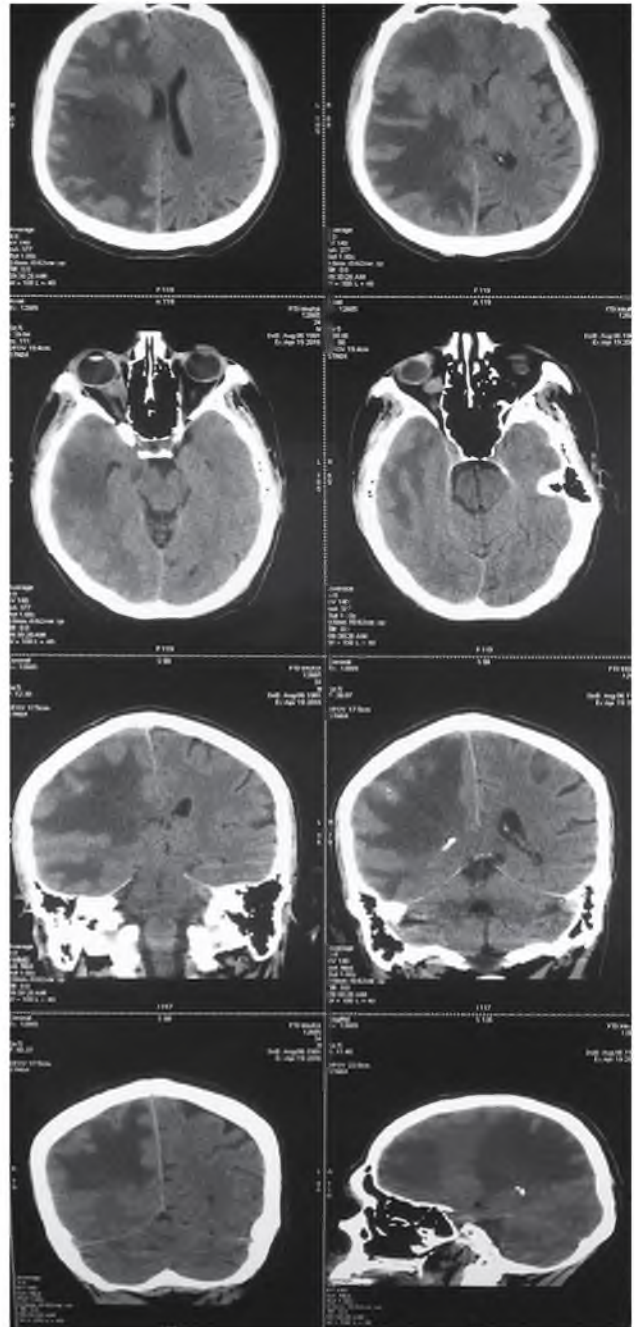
МСКТ головного мозга с внутривенным усилением омнипаком 300 мг/мл – 40,0 пациента X. Множественные гиподенсивные зоны без накопления контраста
